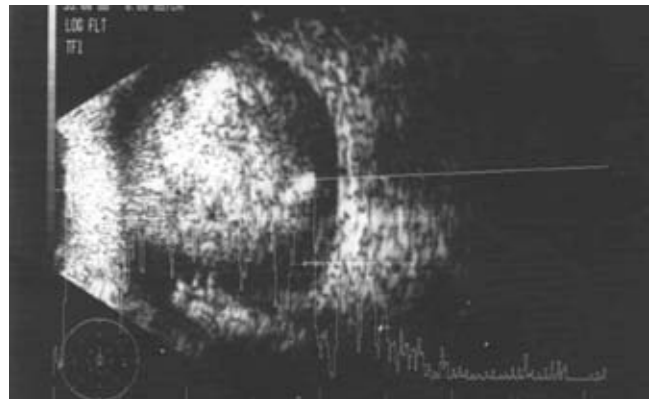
Ultrasonido del ojo de la paciente donde se observan imágenes heterogéneas ocupando la totalidad de la cámara vítreo.
